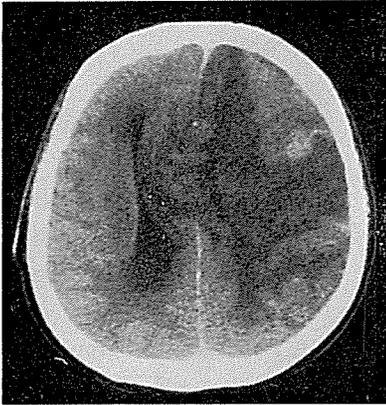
CT scan of the brain of a patient with extensive right hemispheric infarction with massive edema and subfalcine herniation causing contralateral mesial frontal damage. The patient exhibited pseudoipsilateral grasping in the right hand.
